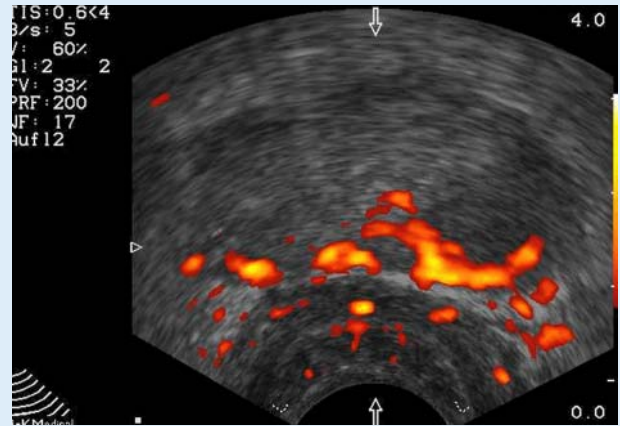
▲ Powerdopplersonographie der Prostata bei einem Patienten mit Verdacht auf Prostatakarzinom. Die Powerdopplersonographie zeigt ein hypervaskuläres Areal (peripherer Vaskularisationstyp) in der peripheren Zone links. Dieses Areal bestätigte sich als Prostatakarzinom
